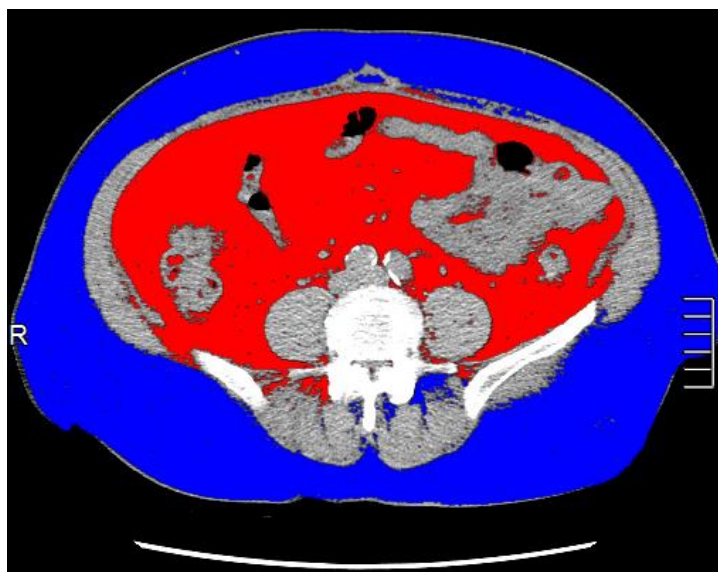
МСКТ, аксиальная реконструкция, уровень L4–L5 позвонков. Красным цветом окрашена ВЖТ, синим – ПЖТ (значения параметров в тексте)
